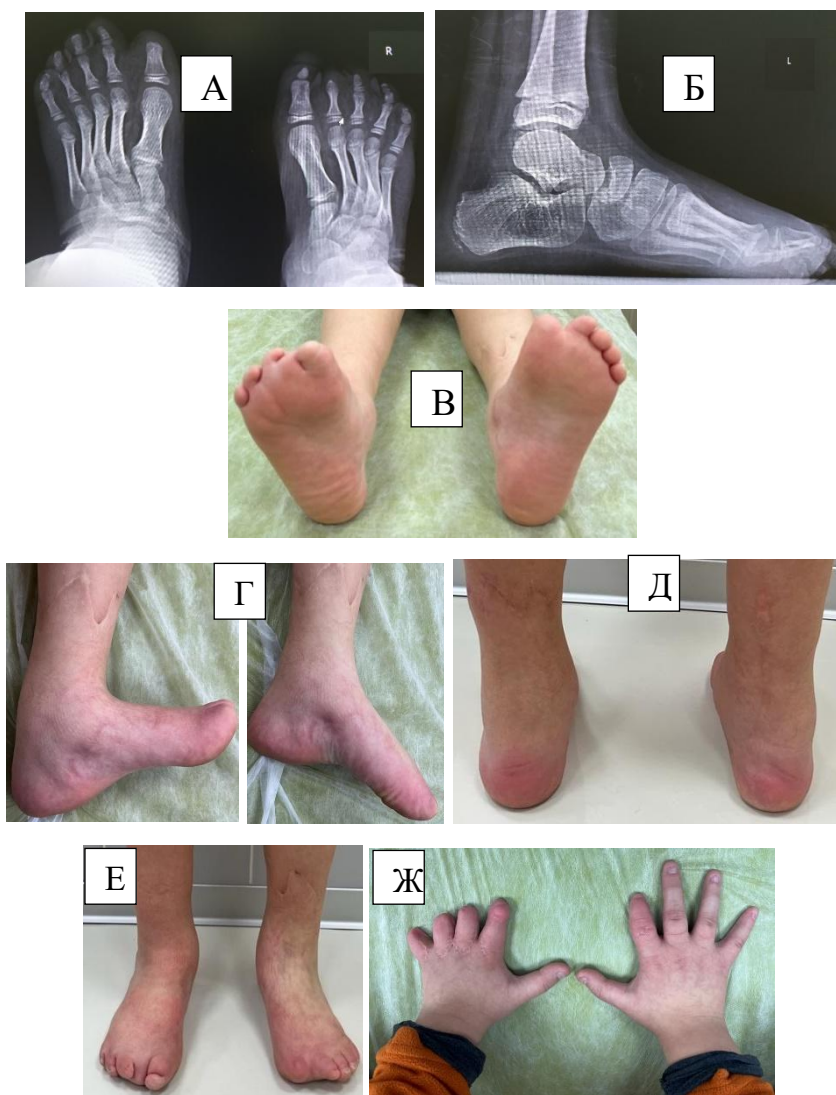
Пациент С., амниотическая болезнь, косолапость правой стопы, ВВТ левой. А, Б – рентгенограмма стоп через 5 лет, после оперативного лечения; В-Ж – фото стоп и кистей через 5 лет после операции, в 7 лет
